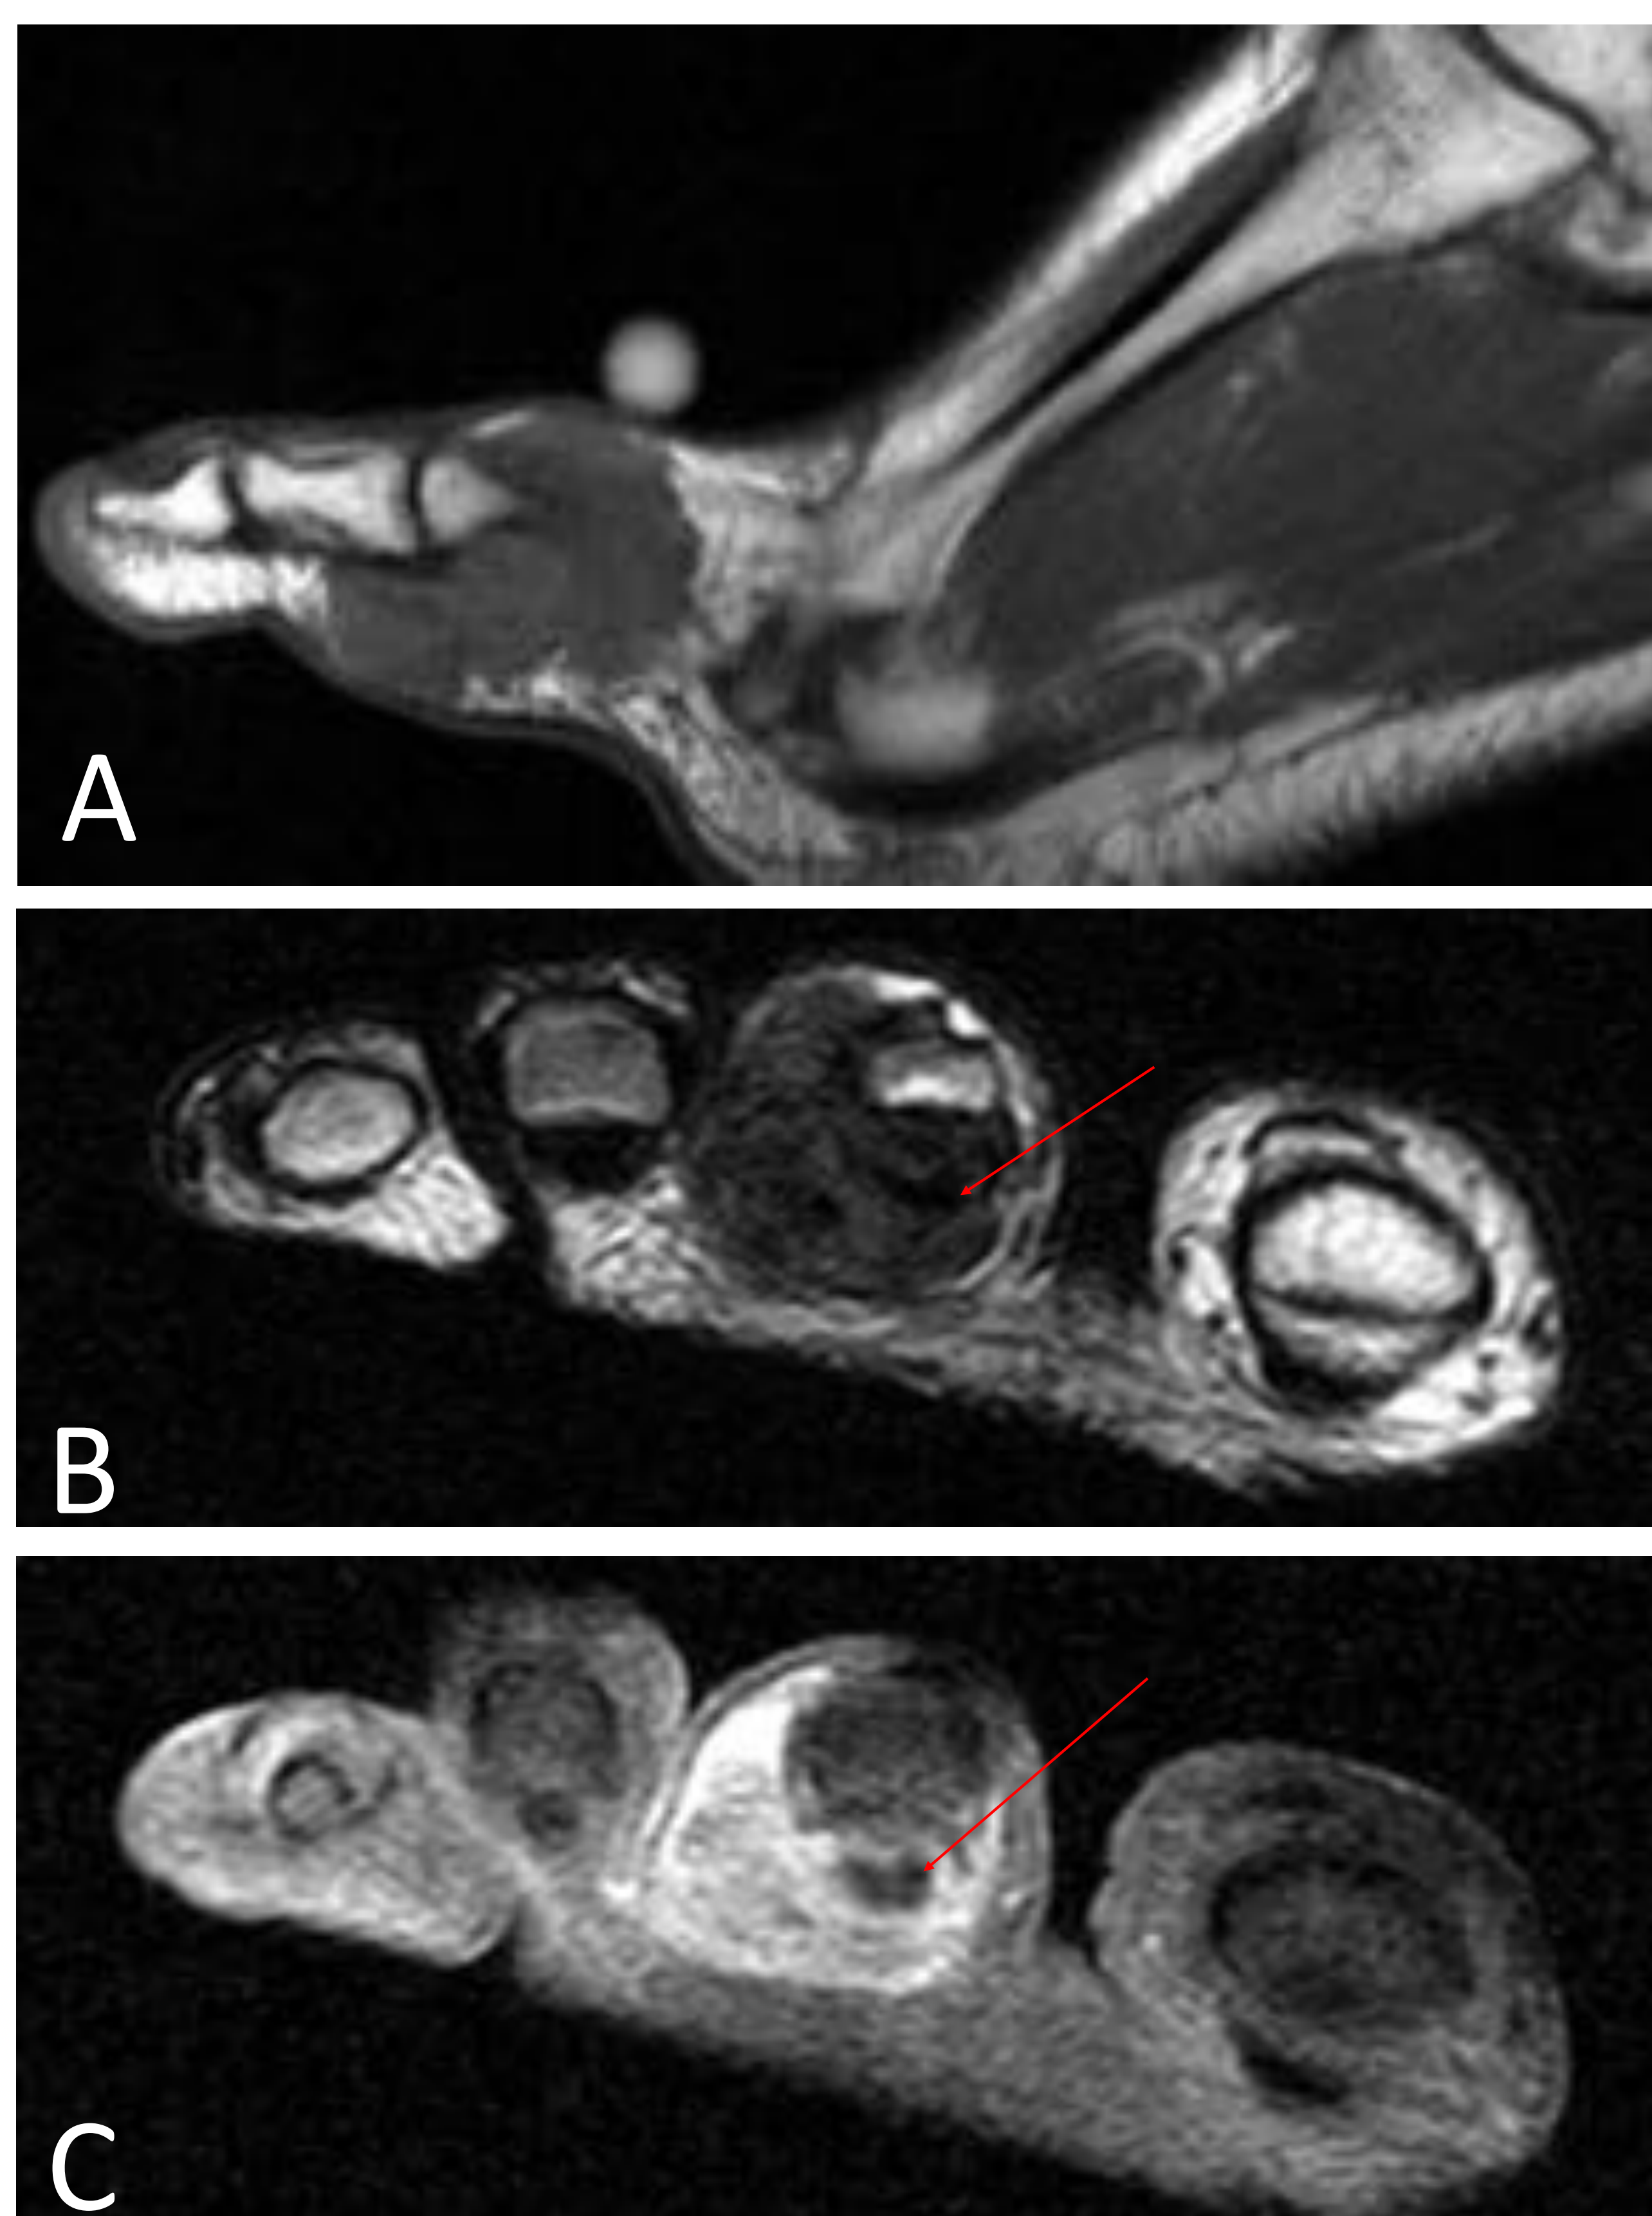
RM de antepié. Secuencias sagital T1 (A) y eje corto T2 (B) y T1 con contraste intravenoso (C).
